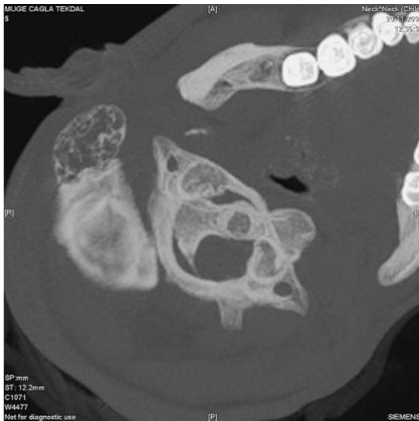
Reconstrucción 3D de una tomografía computarizada donde se muestra la luxación facetaria unilateral C1-C2 (Caird et al. , 2013).
